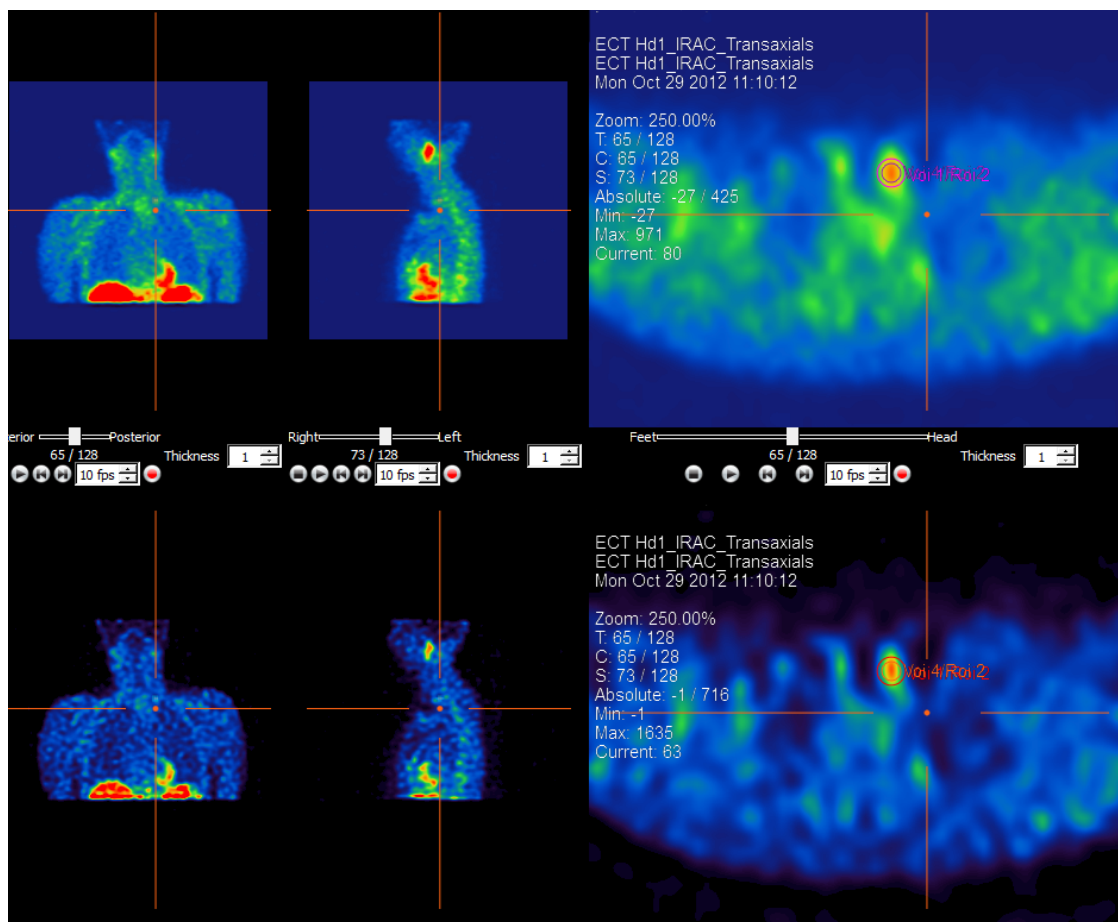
Vergleich der Nebenschilddrüsen-SPECT: konventionell rekonstruierter Transversalschnitt (oben) und nach Anwendung der iterativen Dekonvolution (unten)
